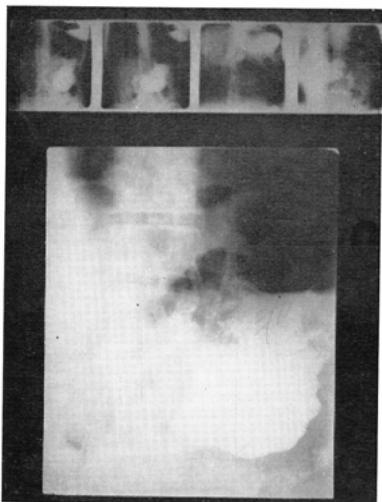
Case 20. deformity of angulus and antrum. (over. miniature, under. routine X-ray)
